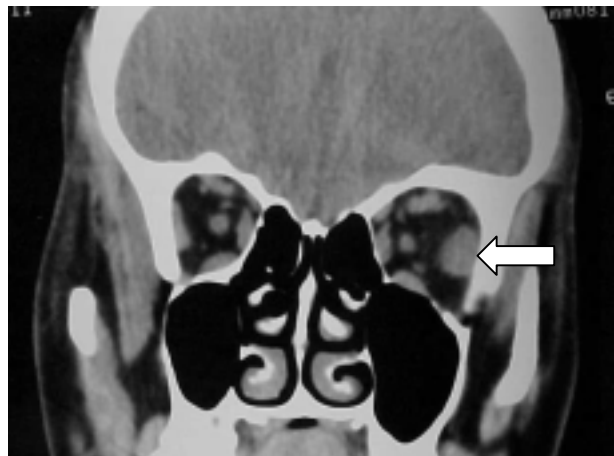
TAC de órbita, corte coronal, con hallazgos similares a figura previa.
